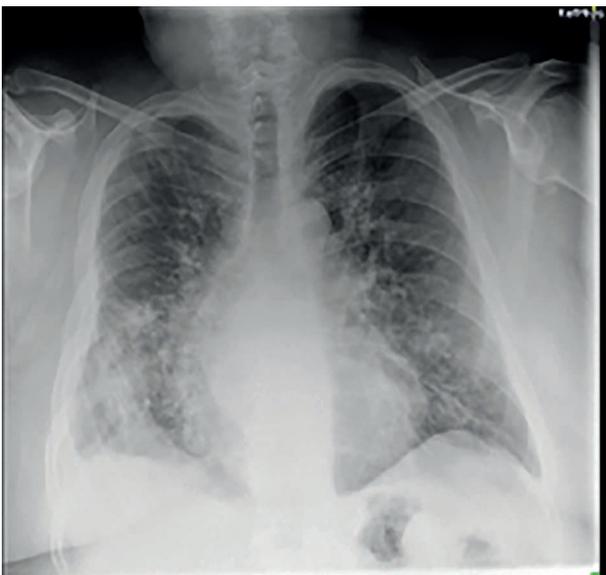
Radiografía de tórax PA. Autorizado por el paciente.
